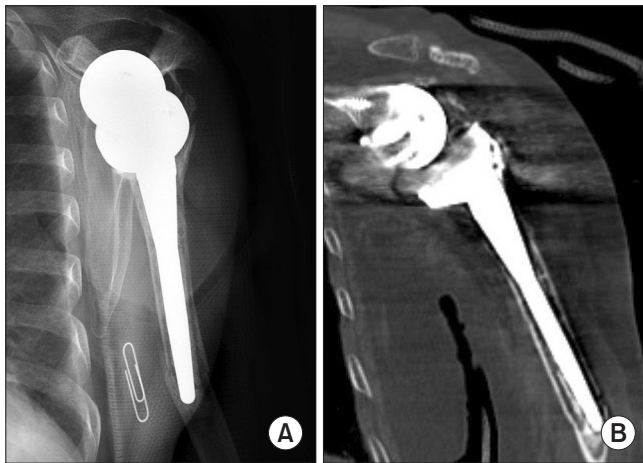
(A) Periprosthetic fracture of the humeral stem had developed on the postoperative 3-year follow-up X-ray. (B) Computed tomography scan showed loosening sign around the proximal humeral stem.
